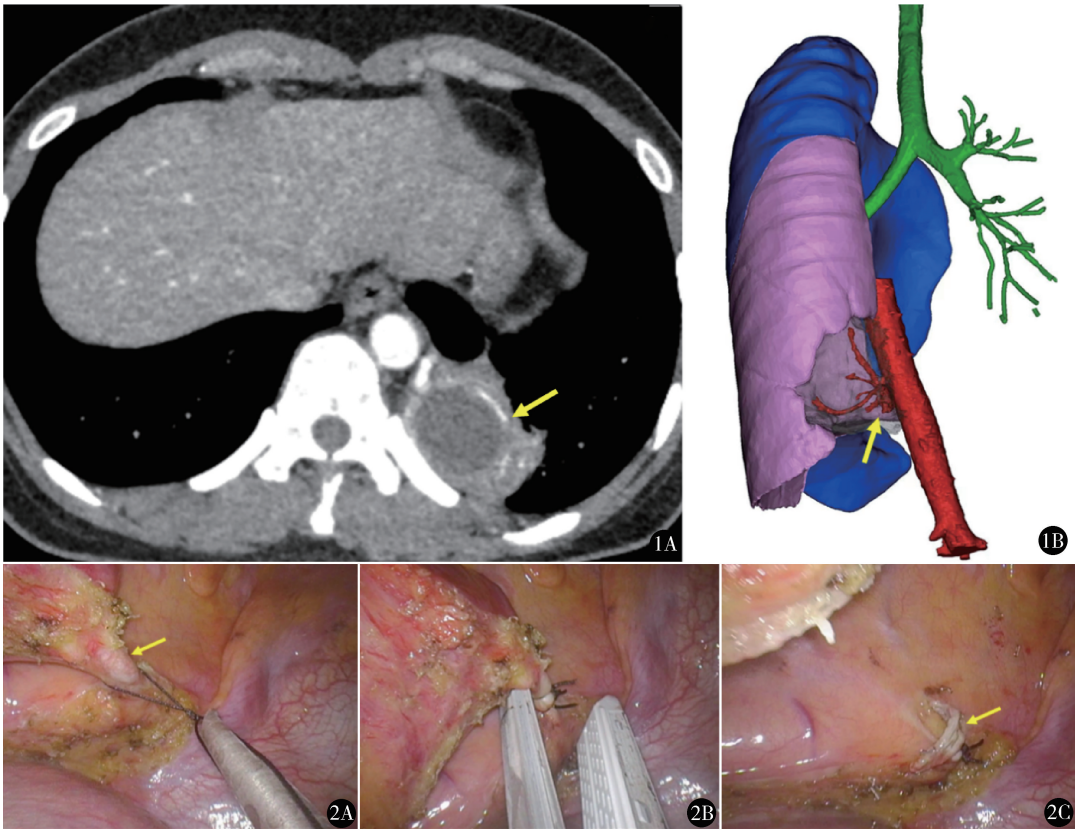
术前检查:A.胸部增强 CT 显示左下肺叶内型肺隔离症(箭头指示肺部实性病灶);B.左肺及血管三维重建(箭头指示源于降主动脉的供血血管)
